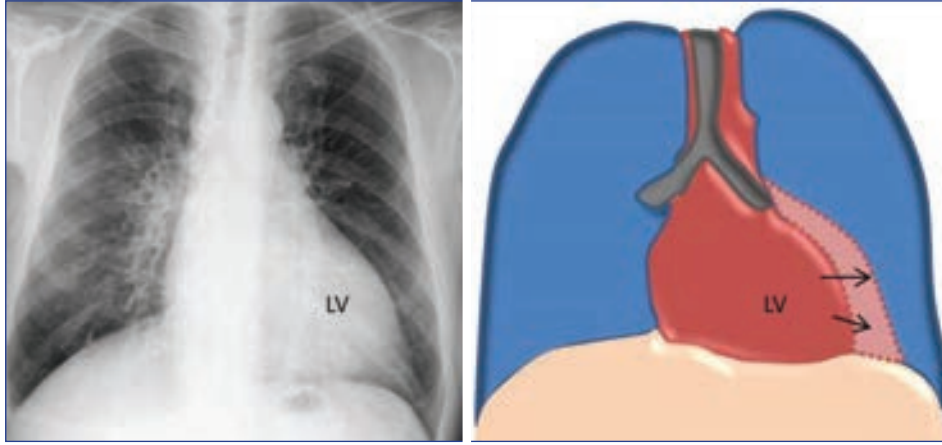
31A: PA göğüs radyografisi büyümüş sol ventrikülü göstermekte. Çizim sol ventrikülün (LV) nasıl büyüdüğünü göstermekte (oklar).
